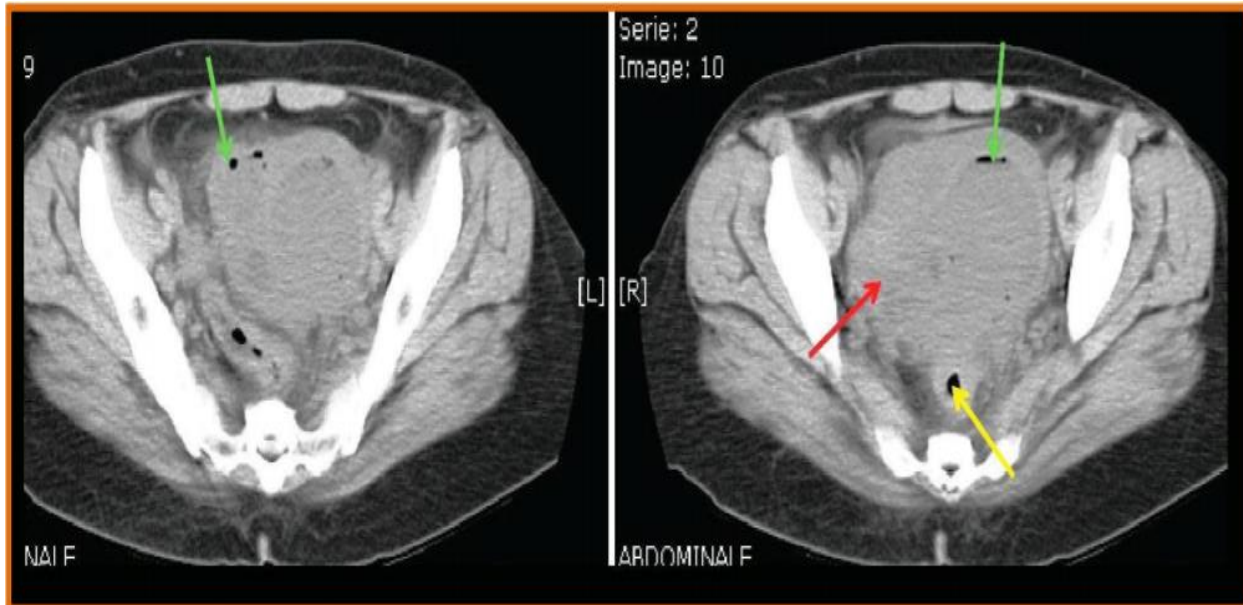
TDM pelvienne en coupes axiales sans injection de produit de contraste montrant une masse latéro utérine gauche multi loculée à contenu hypodense, siège de bulles d'air (flèches vertes) comprimant les structures de voisinage :utérus (flèche rouge) ; rectum(flèche jaune) (136)
